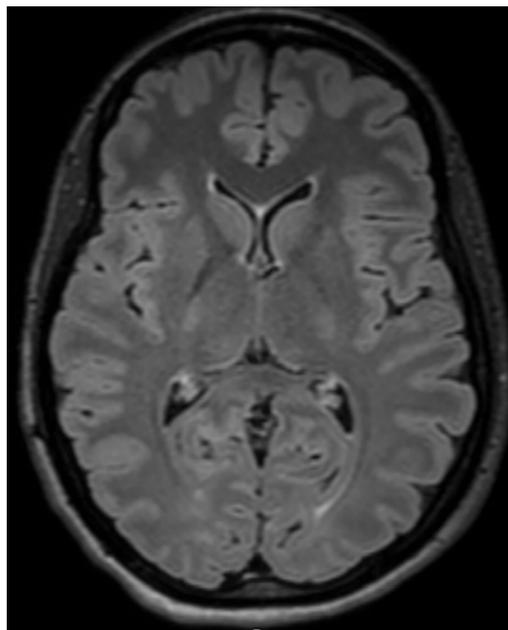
IRM en sequence axiale FLAIR montrant une petite taille des ventricules latéraux et un troisième ventricule collabé. A noter, l'absence d'oedème ou processus expansif intracrânien.
